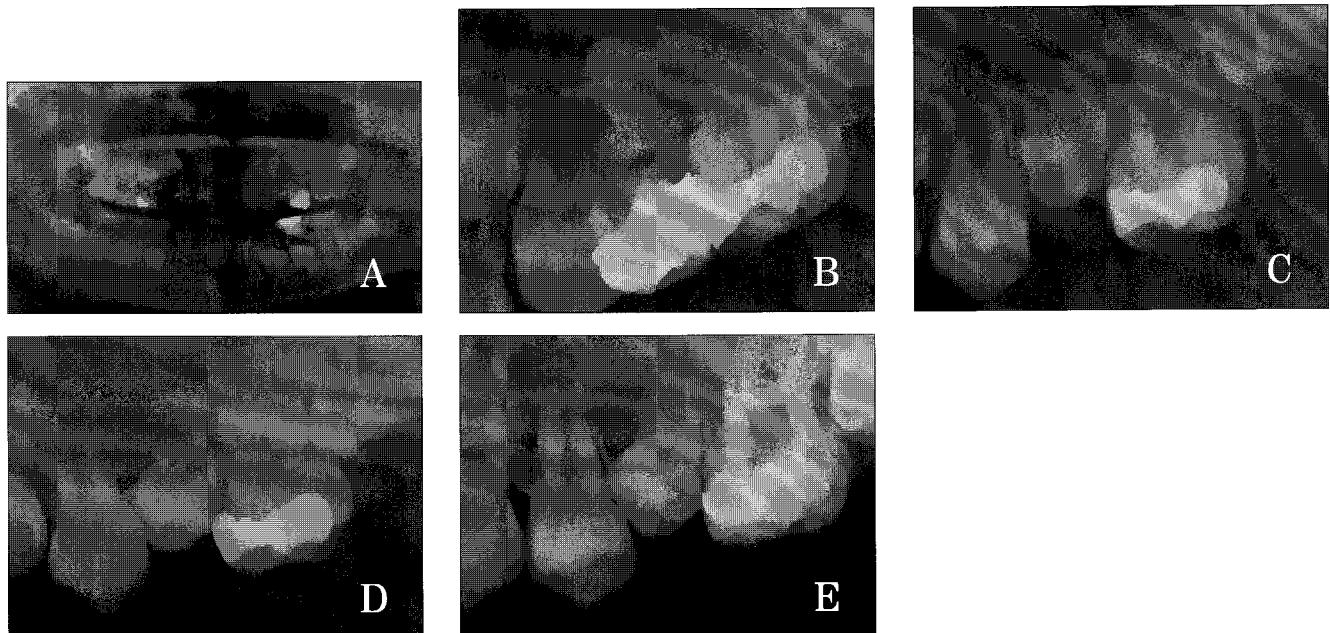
A, B. Initial radiographic views.
